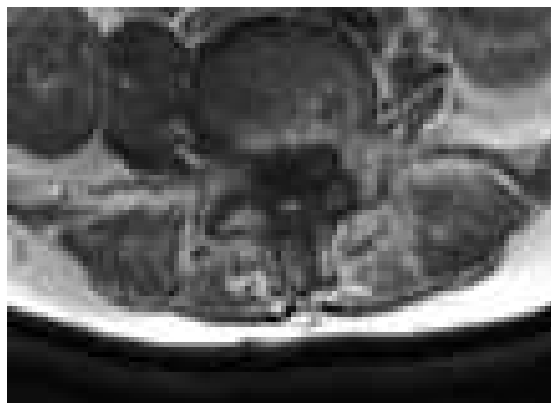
Détail des muscles erector spinae au niveau lombaire d'une patiente à l'IRM. L'examen de ces images permet de déterminer qualitativement la qualité du muscle (inserts gras).
